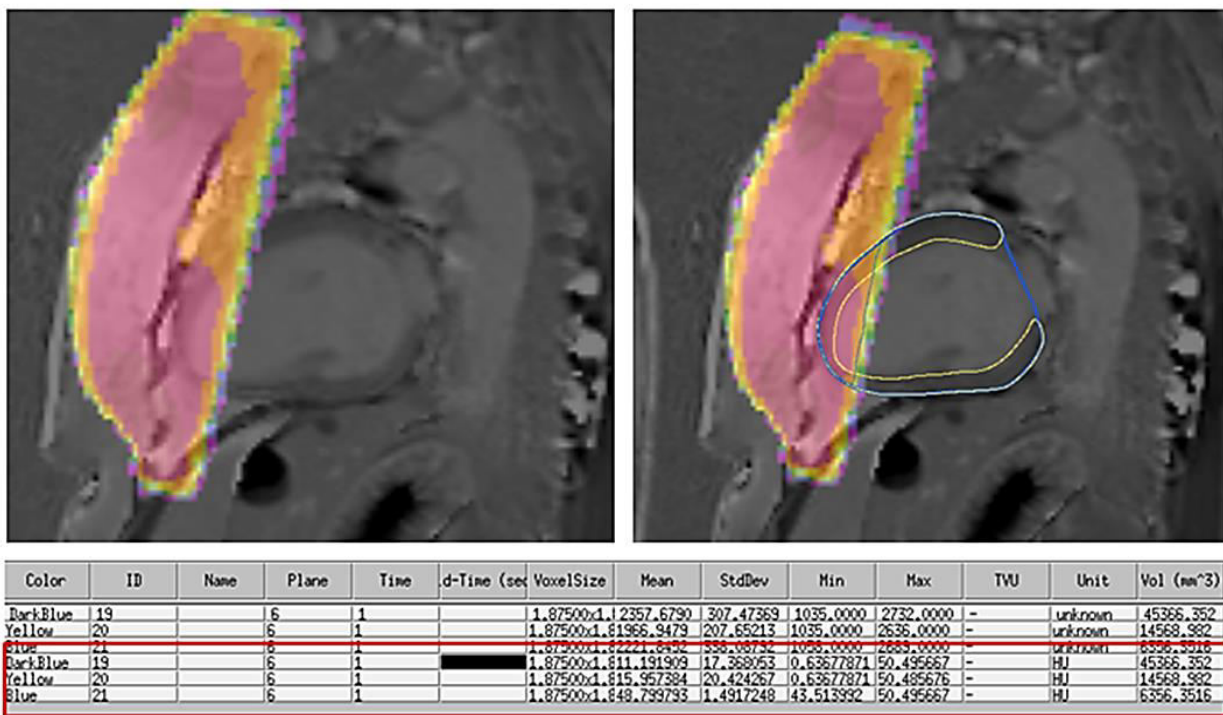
Ansicht 2CH: MRT-Aufnahme und Dosis-Overlay (links oben); mit ROIs (rechts oben); Statistikausgabe auf Basis der ROIs (unten)
